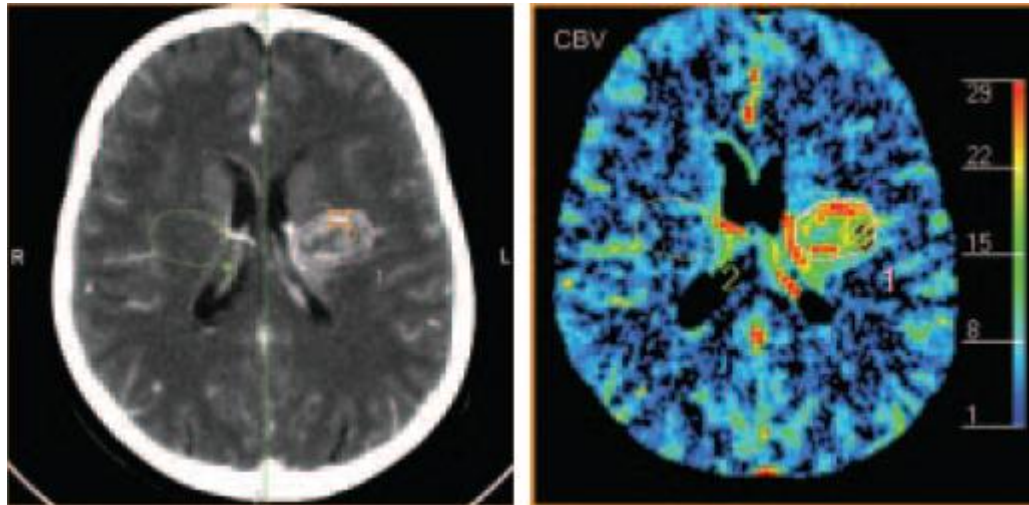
À gauche, TDM de perfusion d'un patient atteint d'un glioblastome. À droite, l'image colorisée de VSC calculée grâce à la méthode de premier passage [Grand et al., 2007].
